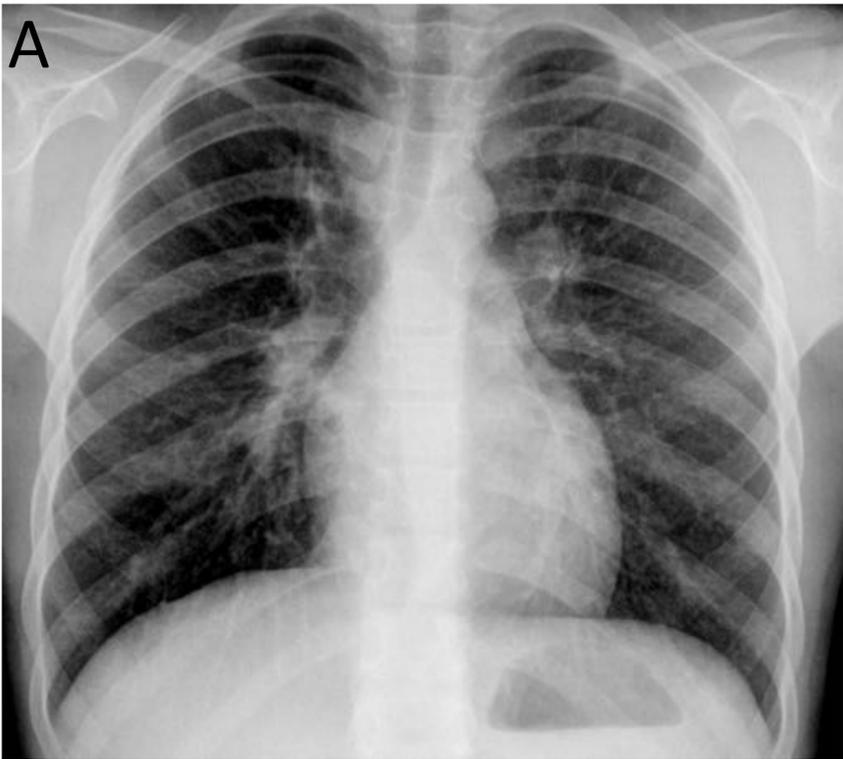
Niña de 10 años que consulta por dolor en cadera izquierda (posteriormente se confirma afectación ósea tuberculosa). A) Rx de tórax que muestra prominencia hiliar bilateral sugestiva de adenopatías. B) TC de tórax donde se confirman adenopatías hiliares y subcarinales. C) y D) Reconstrucciones MIP: múltiples nódulos milimétricos difusos compatibles con enfermedad miliar.
